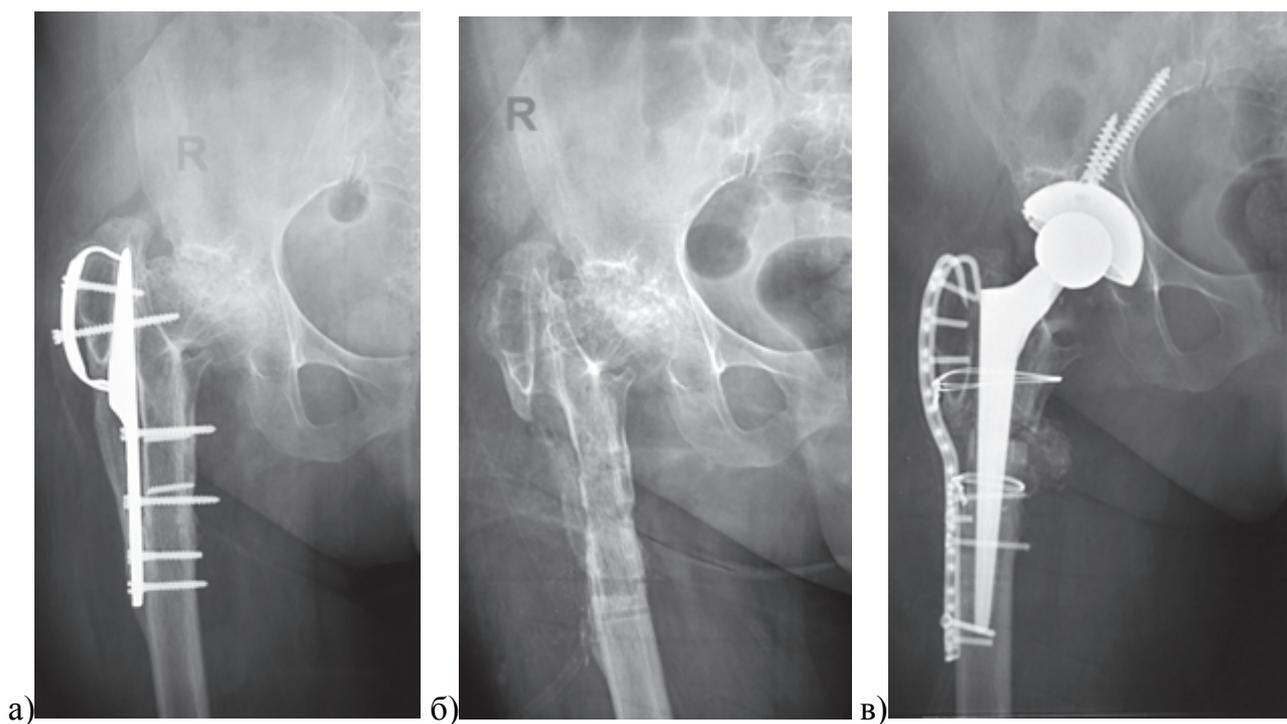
Рентгенограммы пациентки 64 лет: а – 15 лет назад выполнена межвертельная остеотомия; б – после удаления конструкций отчетливо определяется варусная деформация большого вертела, ограничивающая вход в канал бедренной кости; в – во избежание перелома большого вертела при установке бедренного компонента выполнена подвертельная остеотомия с фиксацией вильчатой пластиной
